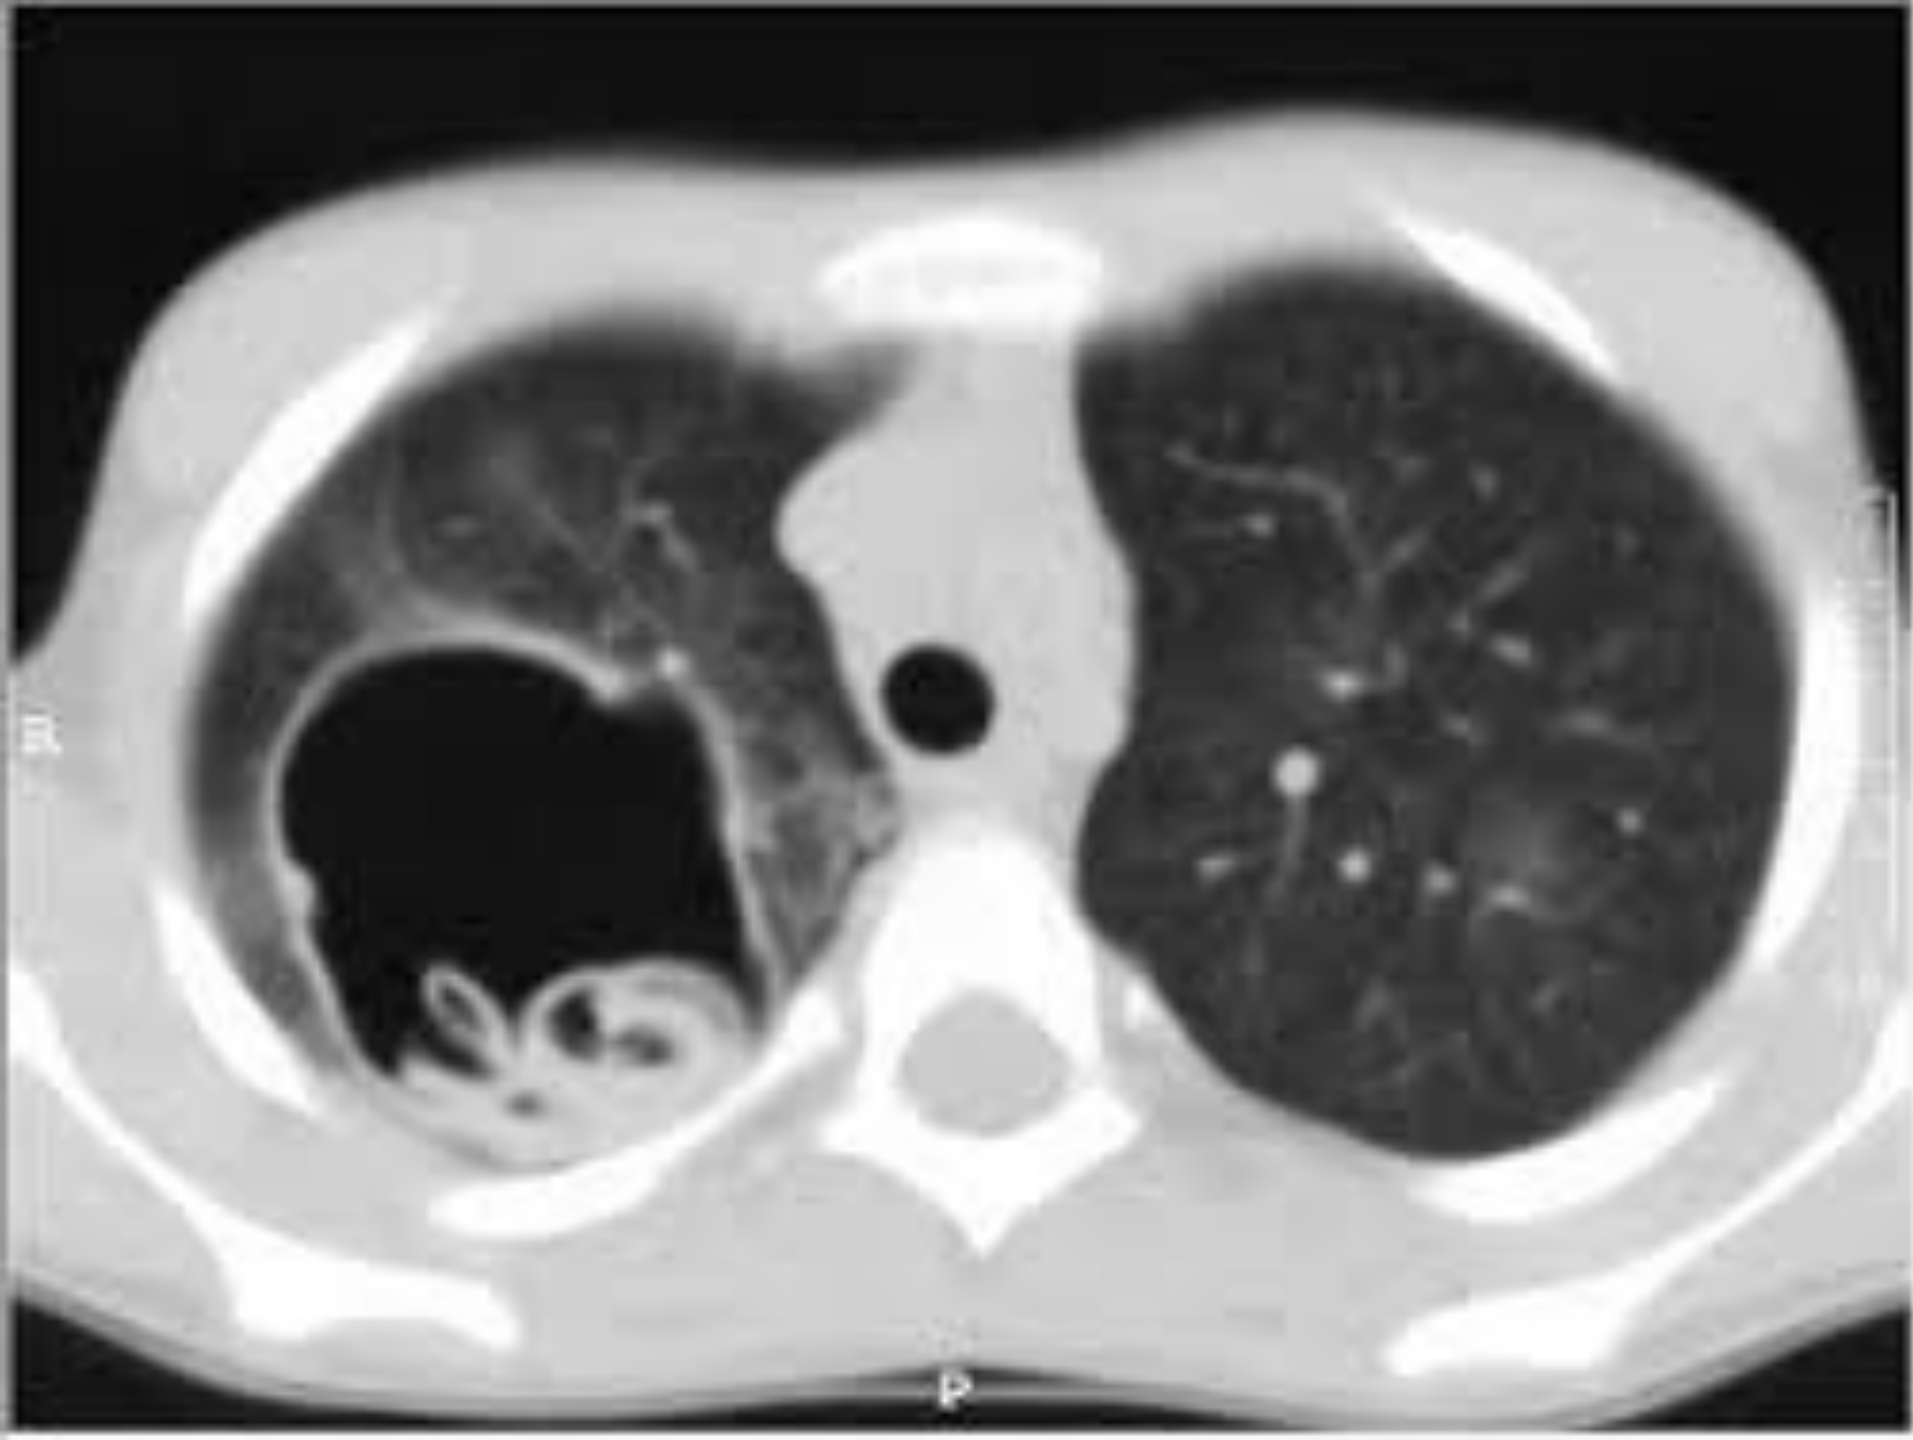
HRCT thorax showing one hydatid cyst in right lung with water lily sign and another cyst in left lung
